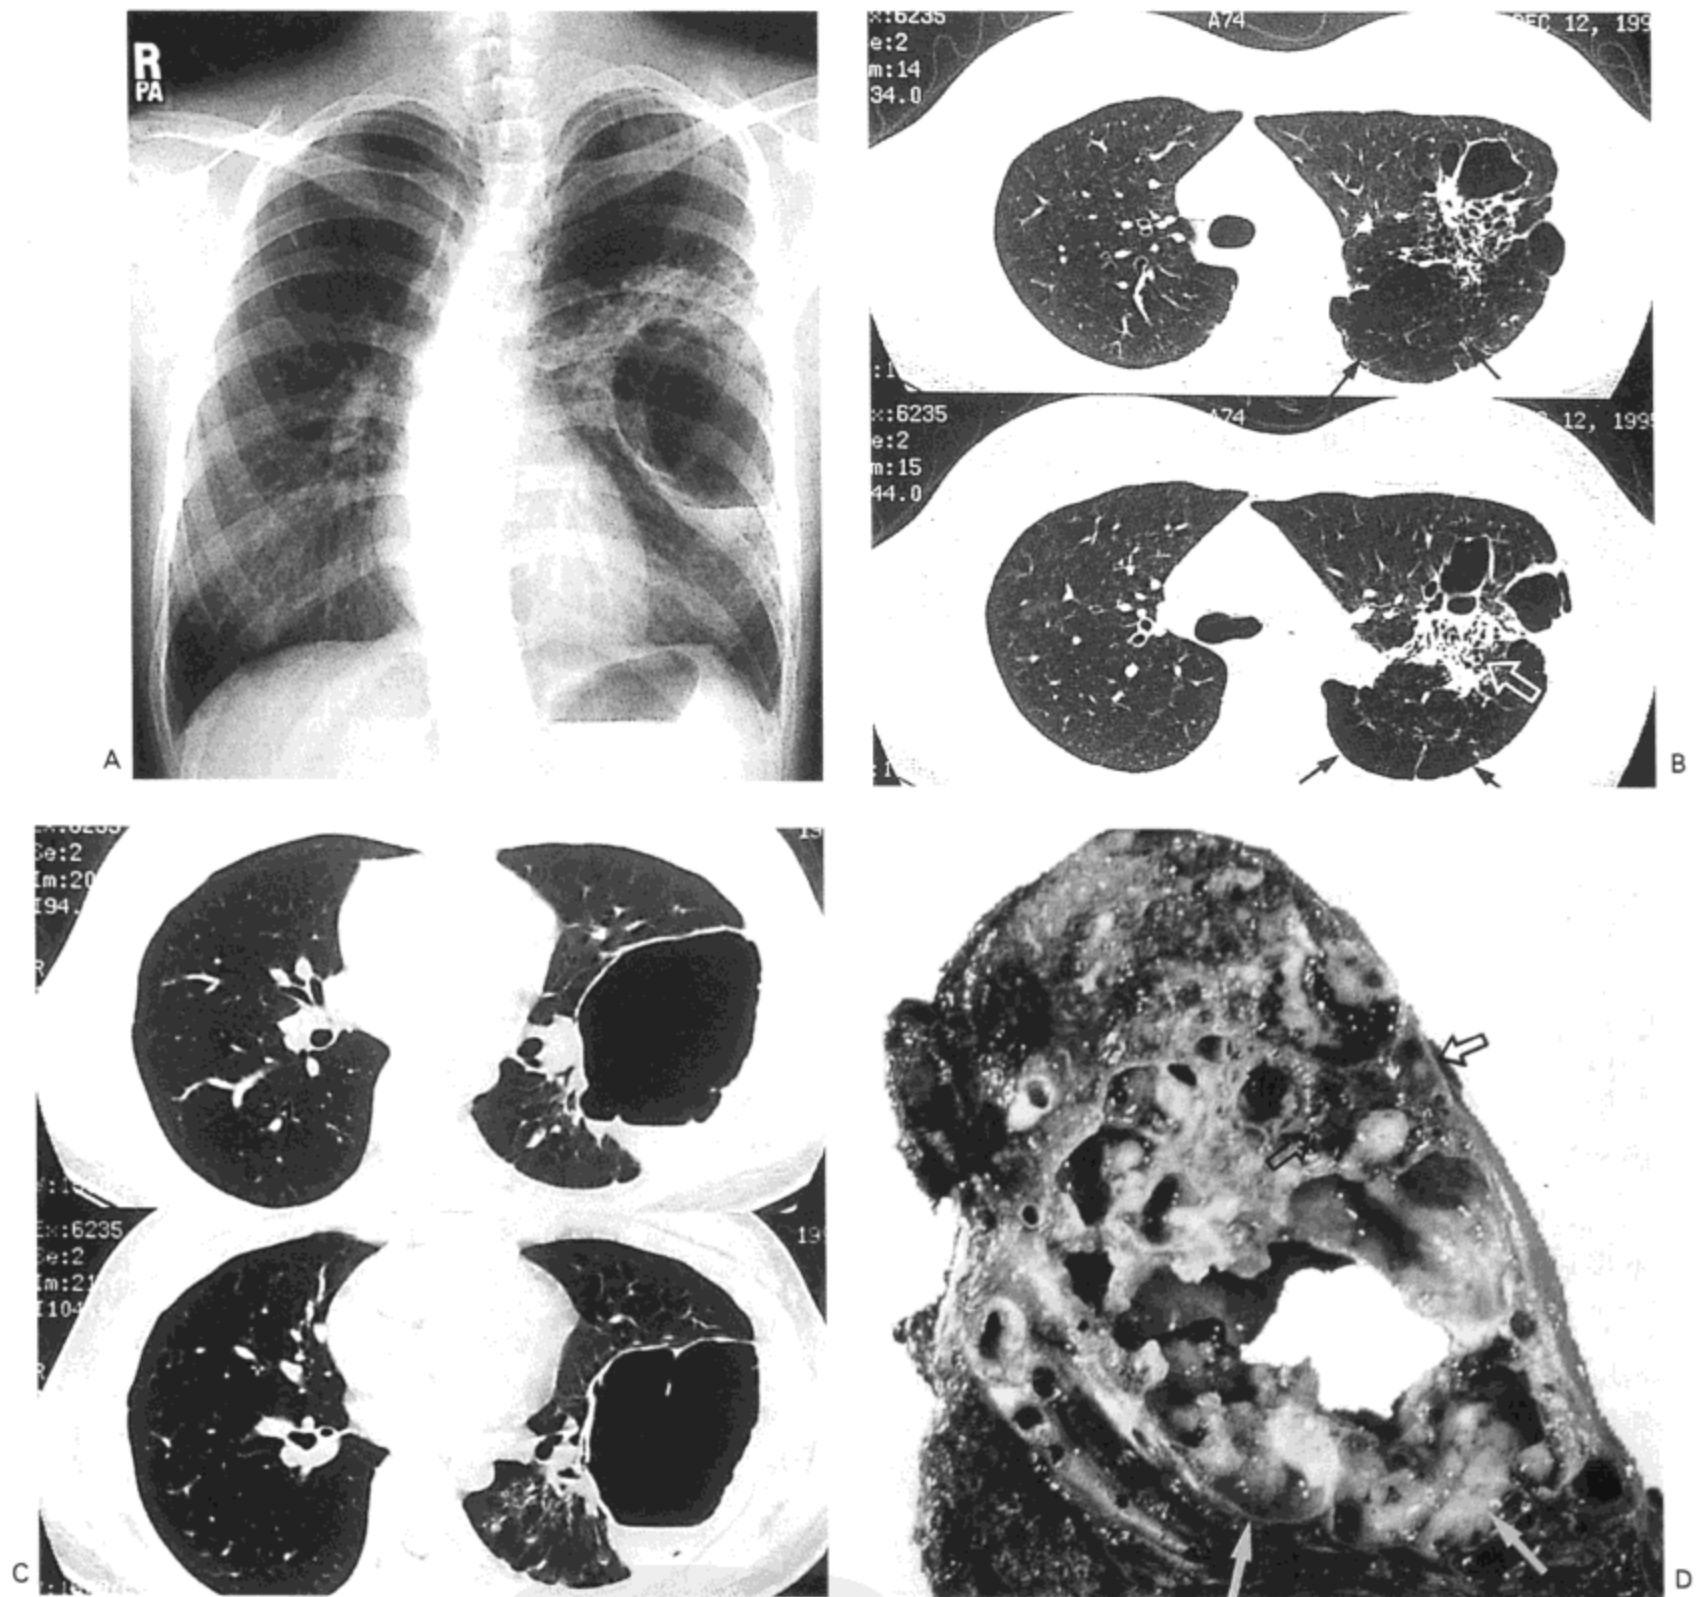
先天性囊性腺瘤样畸形I型。A: 胸部X片示左中肺区一多房性充气的囊性病灶, 相邻肺实变。B与C: 上肺部(B)与下肺部(C)高分辨率CT影像分别显示左肺内广泛分布多房性充气的囊性病灶。肺气肿(黑箭号)与实变(空白箭号)也很明显。D: 手术标本矢状切层示多房性囊肿内含黏液物质(实箭号)。肺实质实变灶亦明显(空箭号)。病人16岁, 女性。
